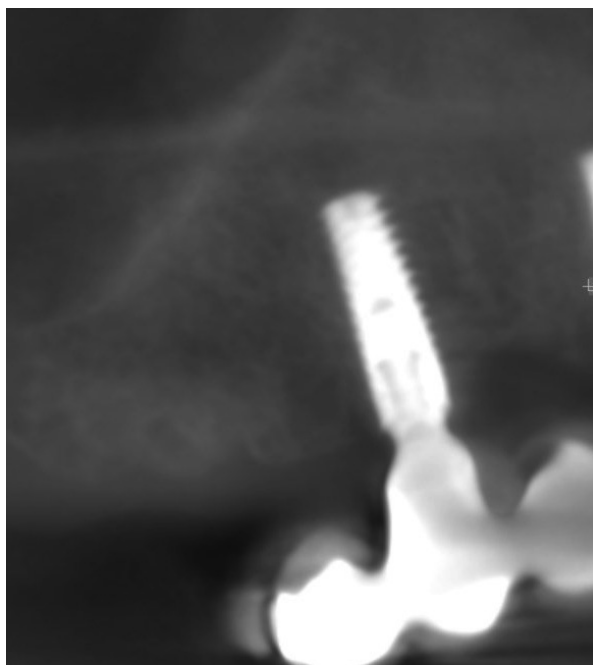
CBCT scan after 4 months of healing period in region 16
